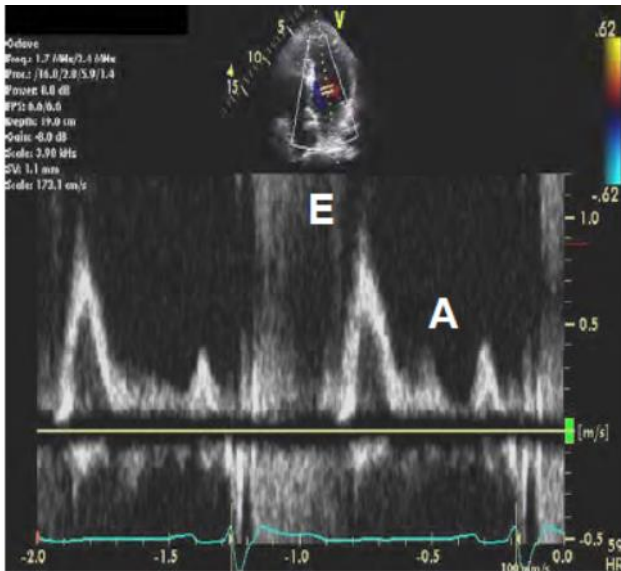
Patrón normal de flujo mitral con doppler pulsado.
